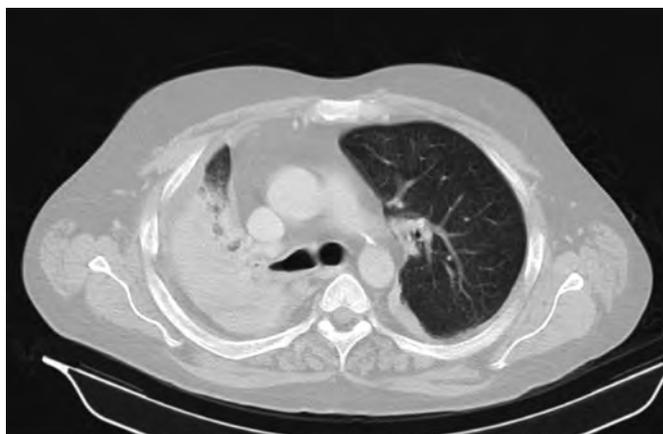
TAC Tórax evidenciando condensação extensa à direita, com redução abrupta do calibre dos brônquios.
